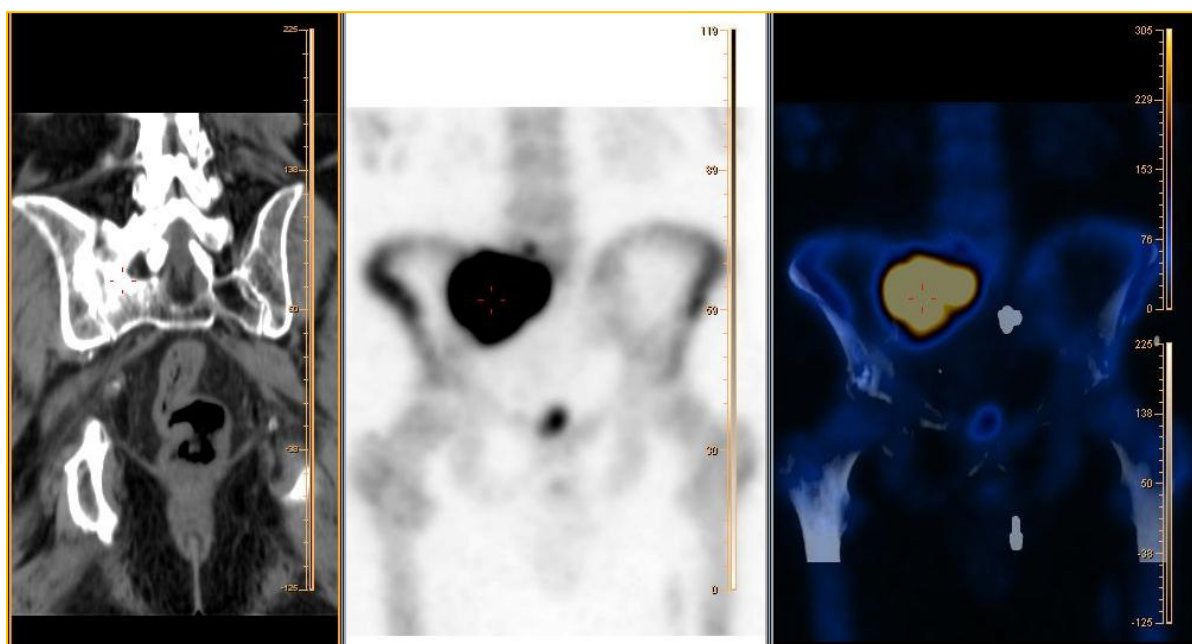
Aquisição CT adquirida no equipamento PET-CT Gemini (à esquerda) e aquisição SPECT adquirida na Câmara Gama Brightview (ao centro). Registo automático de ambas as tomografias a partir da aplicação “Automatic Registration” da Philips (à direita).
